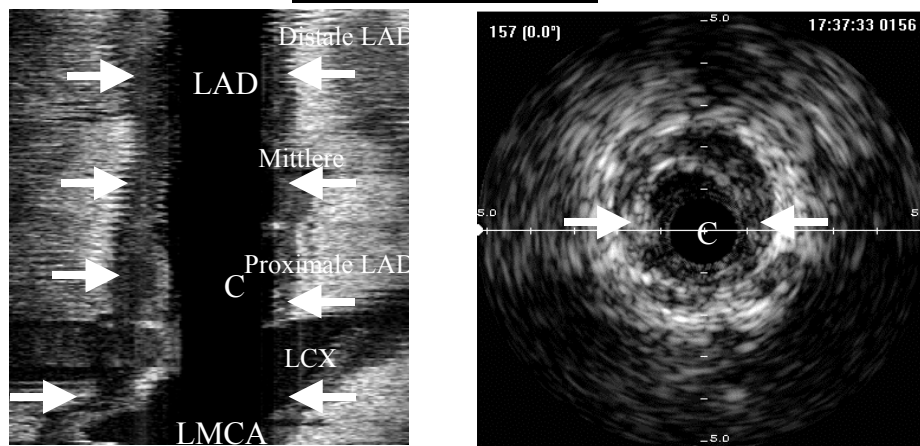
Einteilung der longitudinalen Plaqueverteilung (IVUS, L-Mode). Fokale Plaque (oben): Bei diesem Patienten findet sich ein exzentrischer, echoarmer Plaque (<-) in der proximalen LAD sowohl im sonographischen Querschnittsbild (rechts) als auch in der longitudinalen Rekonstruktion (links). Das übrige Herzkranzgefäß ist sonographisch unauffällig. Polyfokale Plaque (Mitte): Bei diesem Patienten finden sich mehrere exzentrische, teilweise, partiell verkalkte Plaques mit Schallauslöschung in der proximalen, medialen und distalen LAD (<-). Dazwischen finden sich normale Abschnitte. Diffuse Plaque (unten): Es finden sich ein durchgehender Befall der gesamten LAD einschließlich des linkskoronaren Hauptstammes und der partiell einsehbaren proximalen LCX mit zirkumferentieller, nicht verkalkter, Plaque
